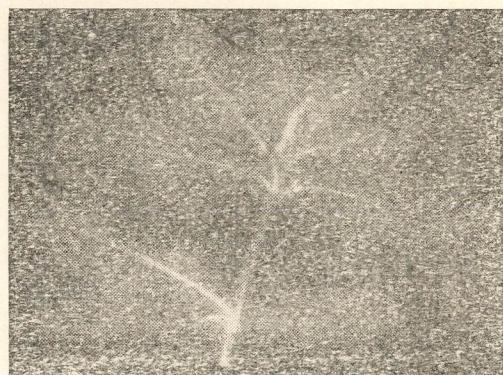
Auto-radiografia de planta proveniente do morro do ferro. 1 mês de exposição. Kodack Medical X-ray Film, Blue Brand.
